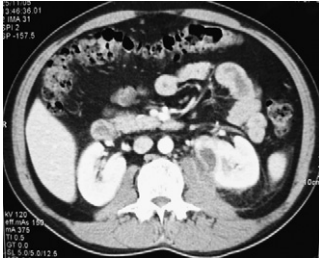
TAC, corte transversal. Colección que afecta al músculo psoas izquierdo borrando los límites. Foco de pielonefritis en el hemirriñón del mismo lado.
